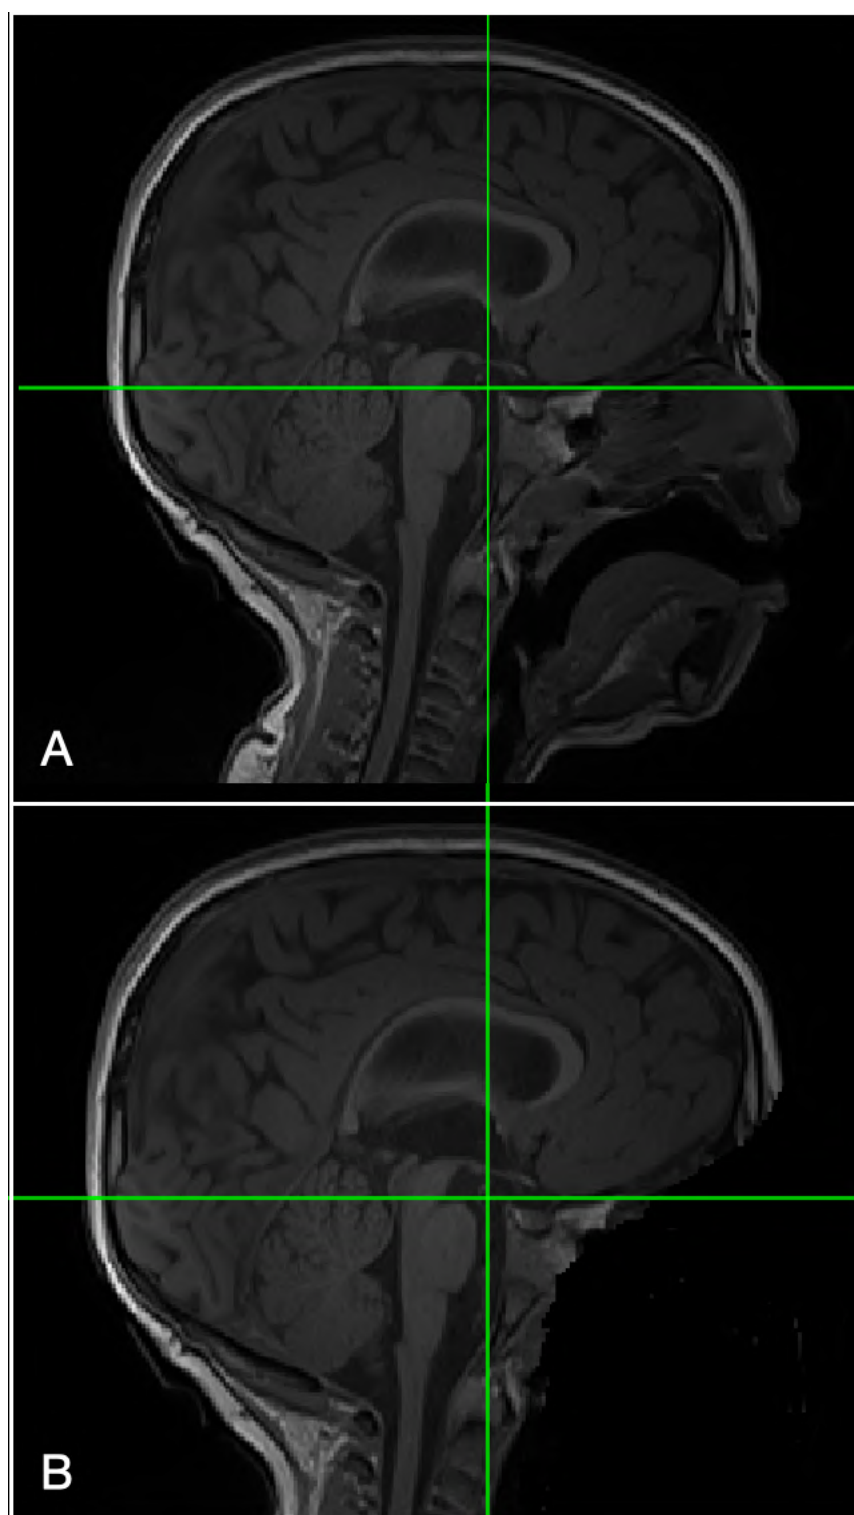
Fotografias de imagem de RM em T1 (A) e com a desidentificação facial utilizando a ferramenta DeFace (B)
